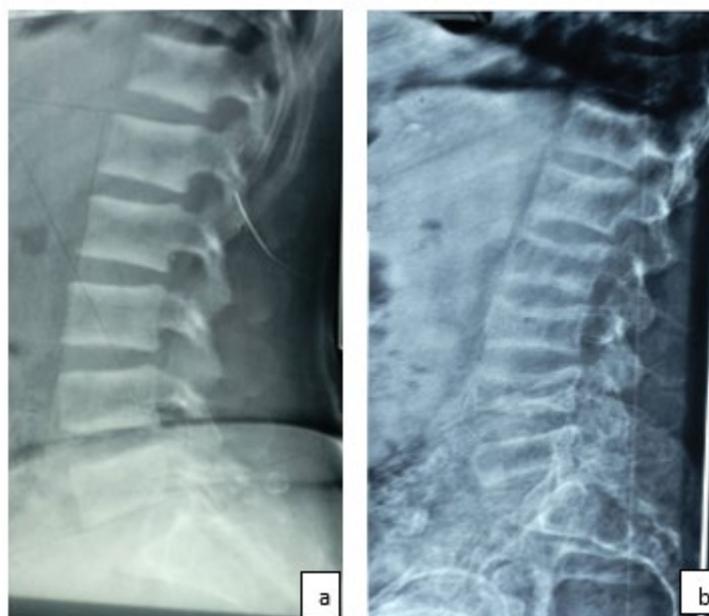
Radiographie du rachis lombaire de notre série montrant des images classiques en maillot de rugby à gauche (a) ; associée à des tassements vertébraux ostéoporotiques à droite (b)
